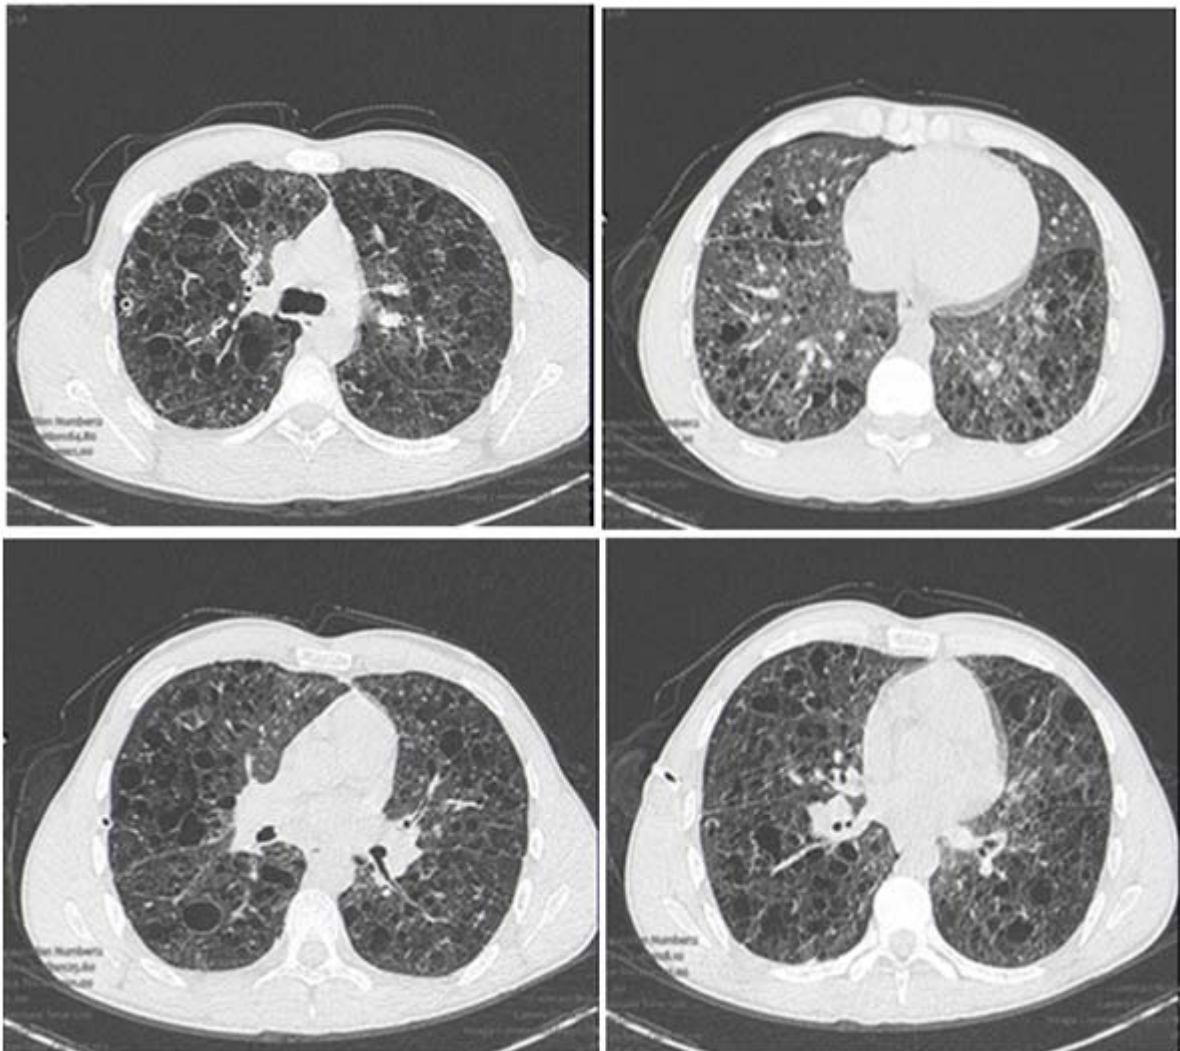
Aspect TDM de pneumopathie infiltrative kystique évoquant une histiocytose langerhansienne.
